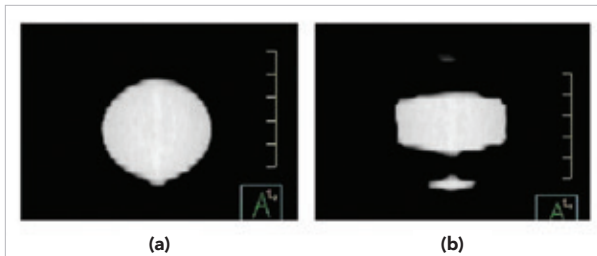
Comparaison de deux images TDM d'une lésion sphérique. (a) TDM avec une lésion statique; (b) TDM sur une lésion qui bouge de 2 cm sur une période de 4 secondes.
